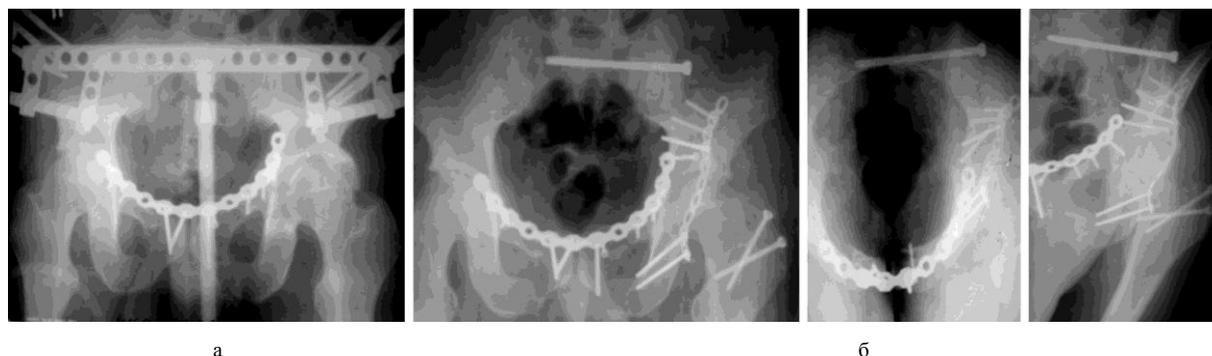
Пациент К., 27 лет: а – рентгенограмма таза после выполнения первого этапа лечения; б – данные полипроекционной рентгенографии таза после проведенного многоэтапного оперативного лечения
